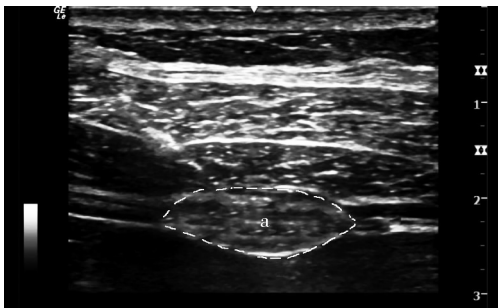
旁正中矢状位 T<sub>5</sub> 横突超声显像图
